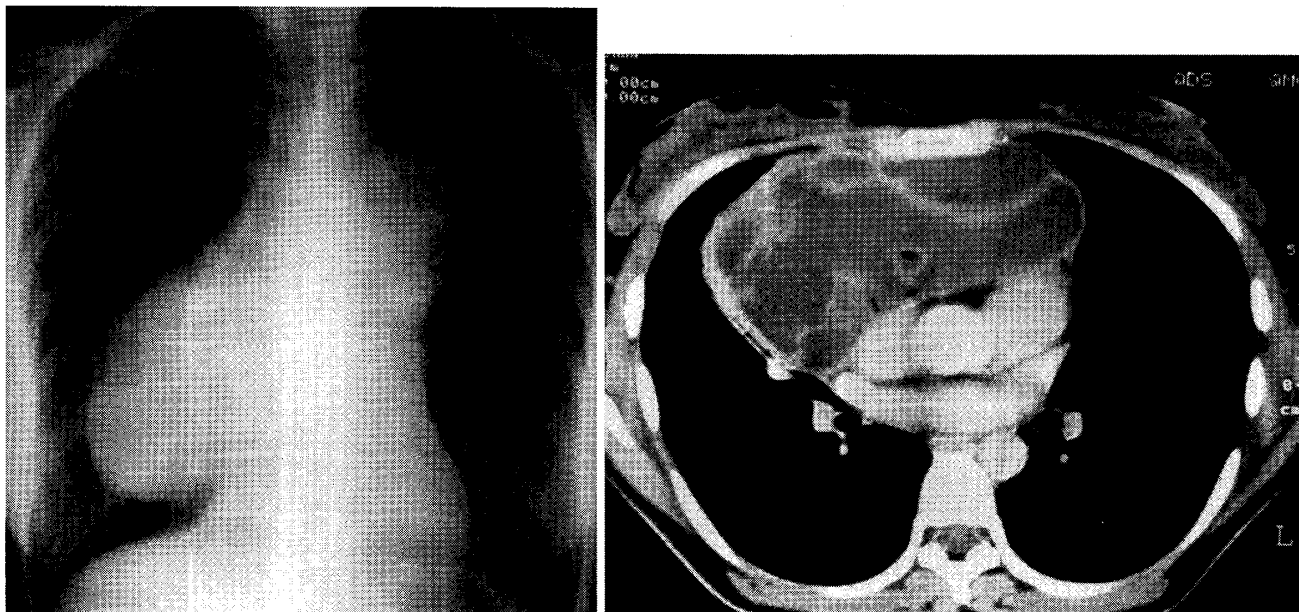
症例1 18歳女性 成熟型嚢状奇形腫 (cystic teratoma) の胸部Xp (左) と胸部CT (右)
